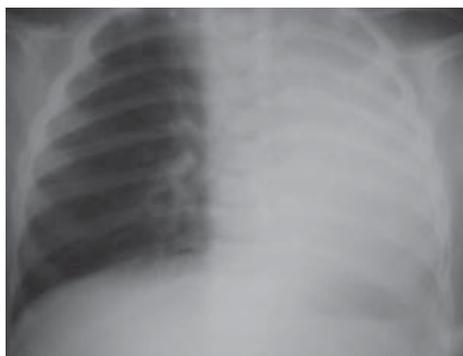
Рентгенография органов грудной клетки ребенка К., 9 мес. Определяется резкая гиповентиляция левого легкого
